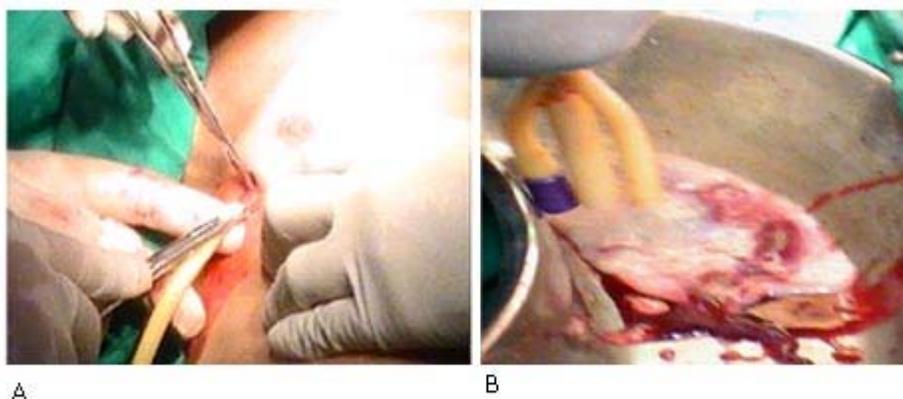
A) Inserción de la sonda de balón en el espacio marcado por ultrasonido. B) Drenaje del material purulento y restos de tejidos necrosados.
